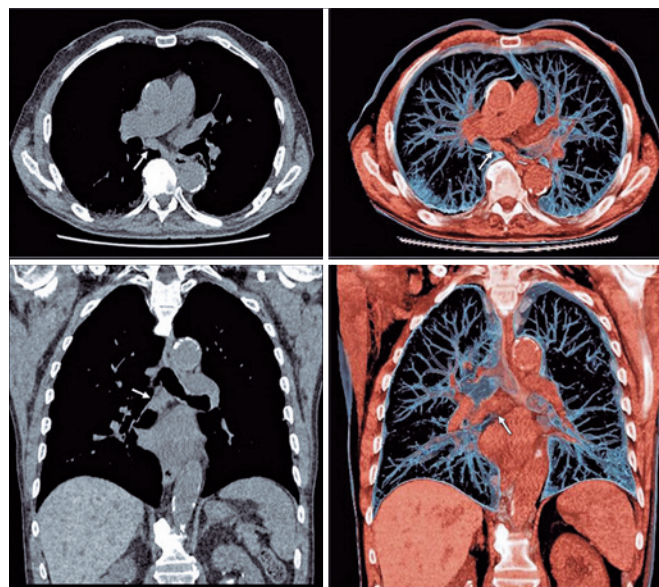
Tomografia de tórax com linfonodo subcarinal (cadeia 7)
